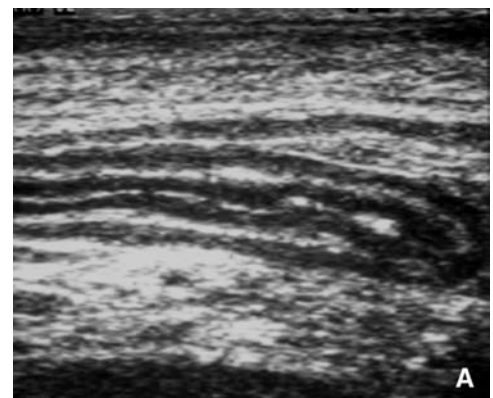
En échographie, il faut utiliser la sonde comme un compresseur externe (A) afin d'analyser en détail les anses intestinales qui se modifient lors de contractions et lors de la pression (B).
